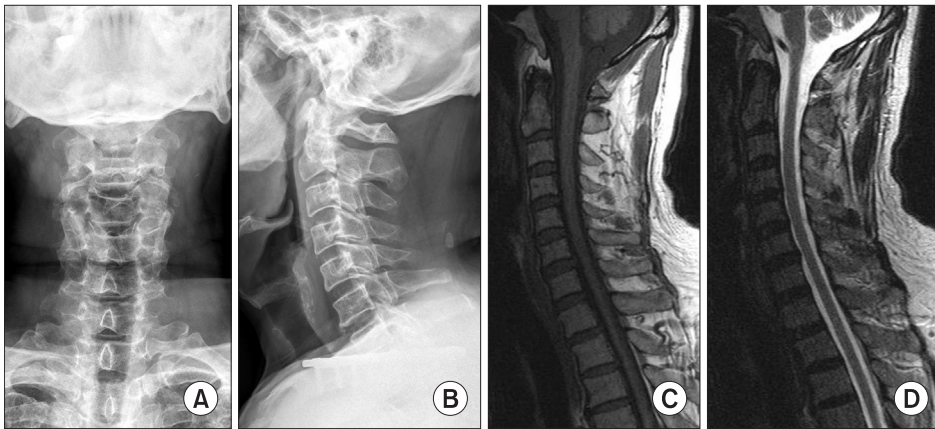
(A, B) Cervical radiographs. (C, D) Magnetic resonance images (T1 and T2 sagittal).
